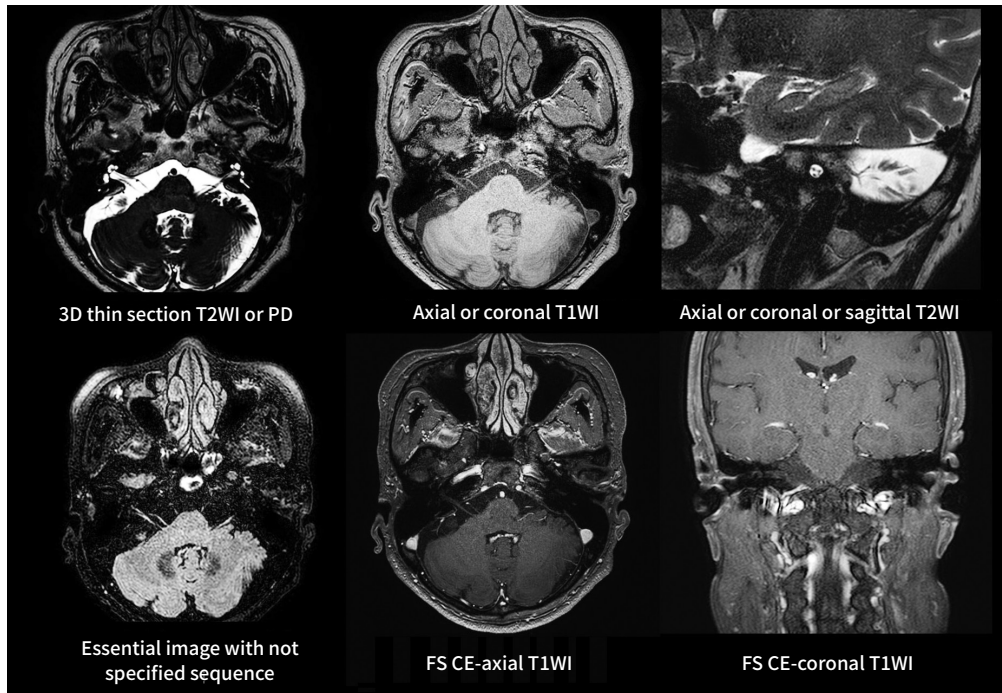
An example of standard imaging sequence of temporal bone MRI.
